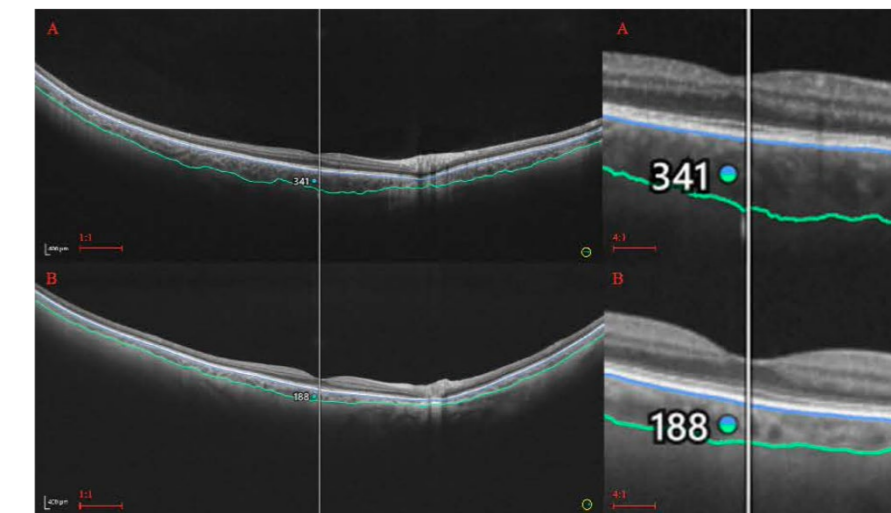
Choroidal thickness in young (A) and older (B) individuals. A significant difference in the central CT is visible on the scans. The blue line corresponds to Bruch's membrane and green to choroid-sclera interface.
